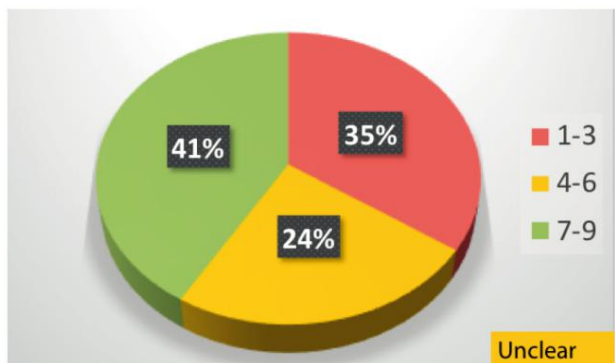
德尔菲法: 有必要对症状高度提示 CRS 而内镜检查粘膜正常的患者在耳鼻喉科 / 二级医疗初次就诊时进行鼻窦 CT 检查么?
